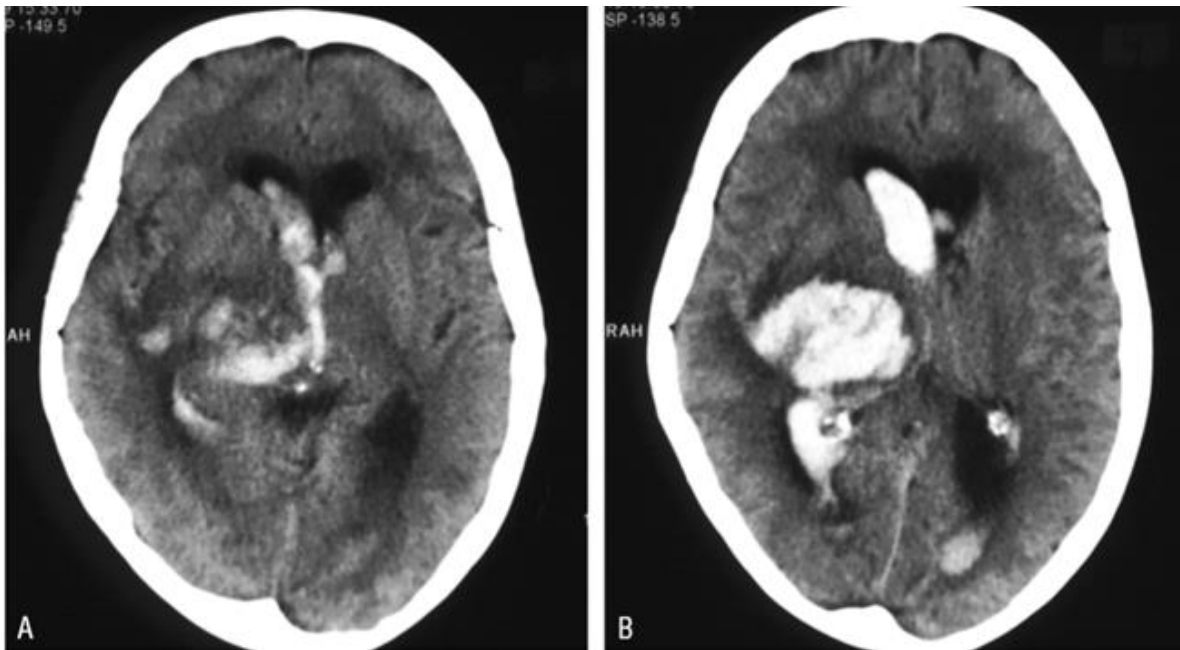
Tomografía computarizada (TC) craneal al ingreso con hemorragia derecha en ganglios de la base (A). TC del mismo paciente 6 horas después que demuestra un aumento del sangrado (B).
